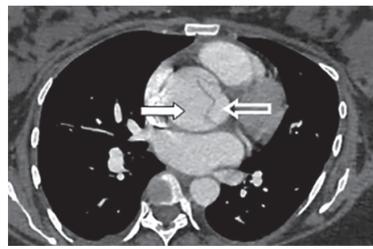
Компьютерная томографическая ангиография с электрокардиографической синхронизацией. Восходящий отдел аорты.
